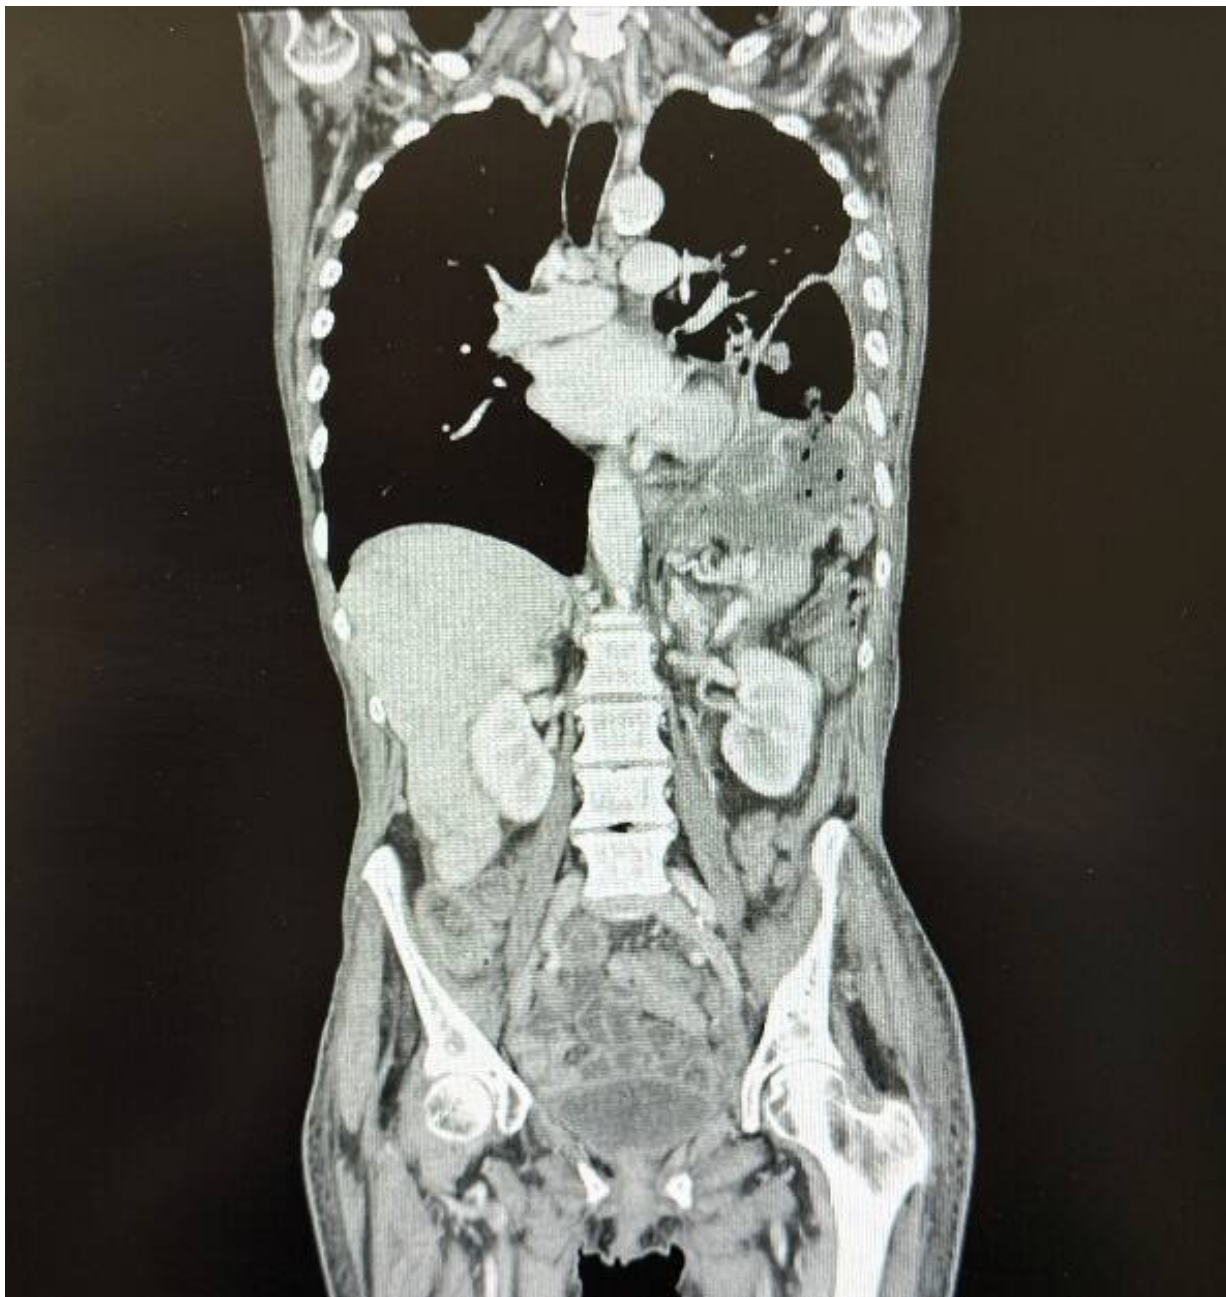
Tomografia computadorizada torácica (corte axial) demonstrando volumosa lesão heterogênea no pulmão esquerdo, com áreas centrais hipodensas compatíveis com necrose e presença de níveis hidroaéreos. Observa-se contiguidade com o diafragma espessado e irregular. Associa-se discreto derrame pleural e alterações inflamatórias perilesionais.
